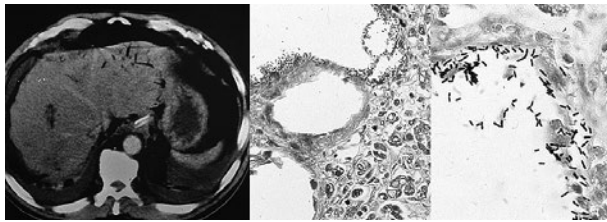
膵ガス壊疽(左:腹部CT所見、中:HE染色、右:Gram染色)
